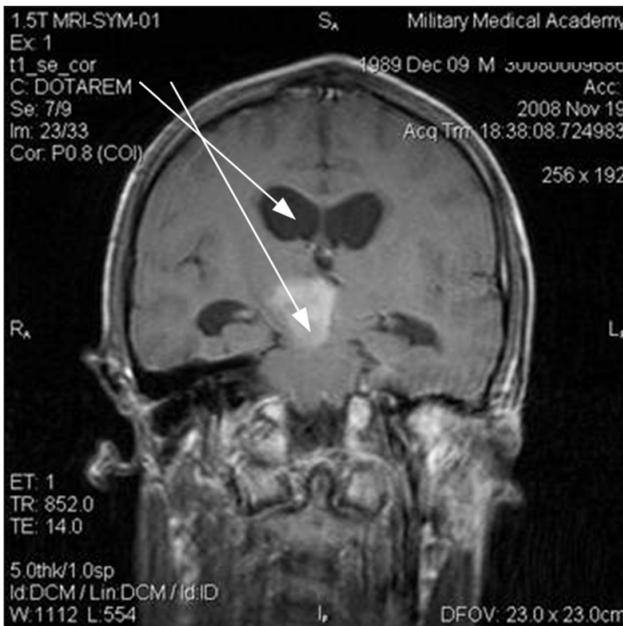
МРТ-срез коронарного направления с запланированными траекториями для стереотаксической биопсии опухоли правой ножки мозга (нижняя стрелка) и стереотаксической вентрикулопункции переднего рога правого бокового желудочка (верхняя стрелка).
